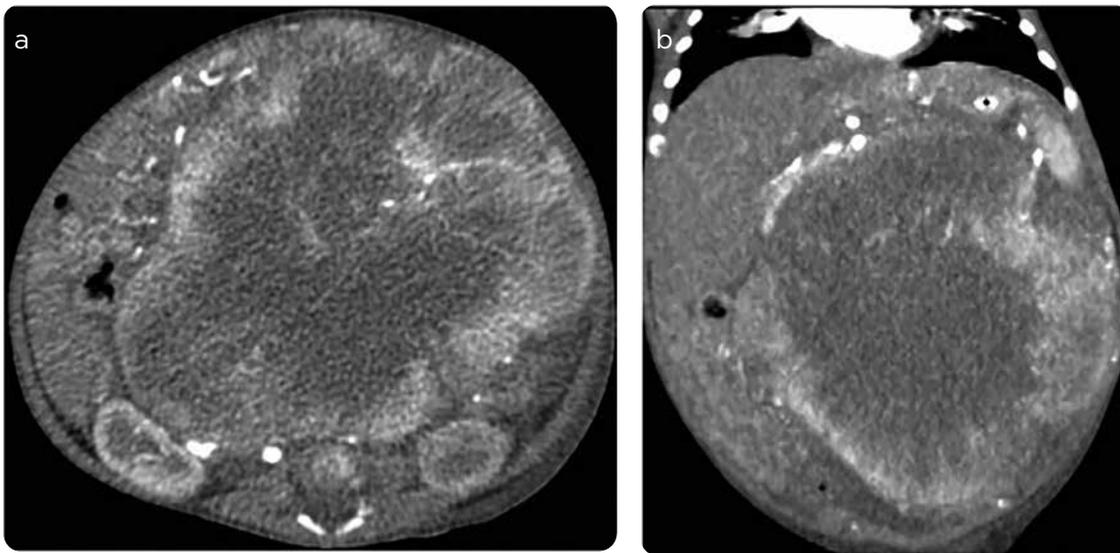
TC de abdomen con medio de contraste, de control un mes después de la toma de la biopsia. a) Axial. b) Coronal. Masa con realce periférico posterior a la administración del medio de contraste, con importante aumento de tamaño que ocupa casi la totalidad del abdomen, áreas de baja señal en su interior sin realce del medio de contraste por necrosis, desplazamiento de órganos sólidos hacia la periferia abdominal
